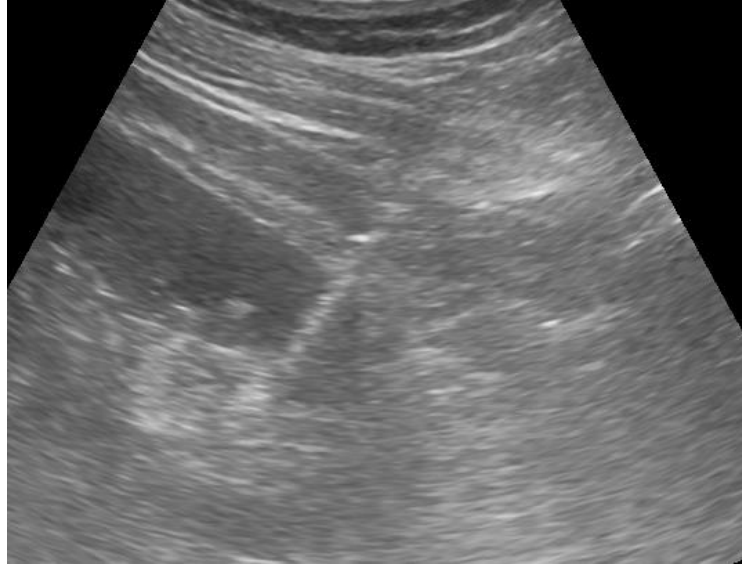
Ultrason eşliğinde otomatik biyopsi iğnesinin böbrek alt polüne doğru yönlendirilmesi
